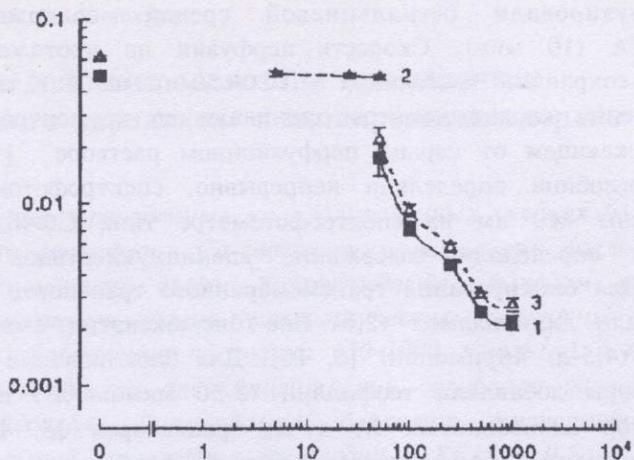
Влияние аденоцина и теофиллина на выход миоглобина (мкмоль/г) из сердца при «кальциевом парадоксе» за 5 мин реперфузии: 1 - аденоцин; 2 - теофиллин; 3 - аденоцин и 100 мкмоль/л теофиллина.
